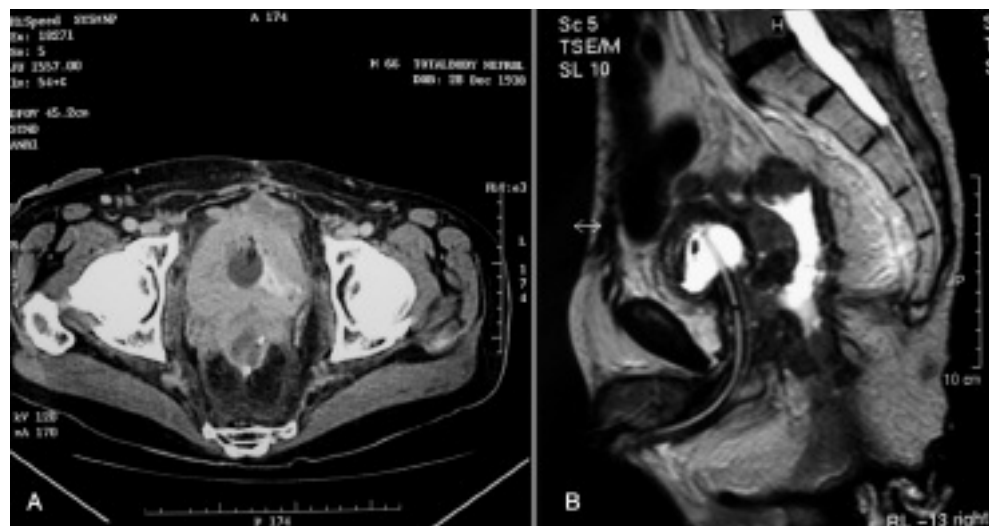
La TC (A) e la RM (B) addomino-pelviche dimostrano la presenza di una voluminosa neoformazione che dal canale anale si estende alla pouch ileale ed infiltra prostata, vescicole seminali e parete posteriore della vescica.
